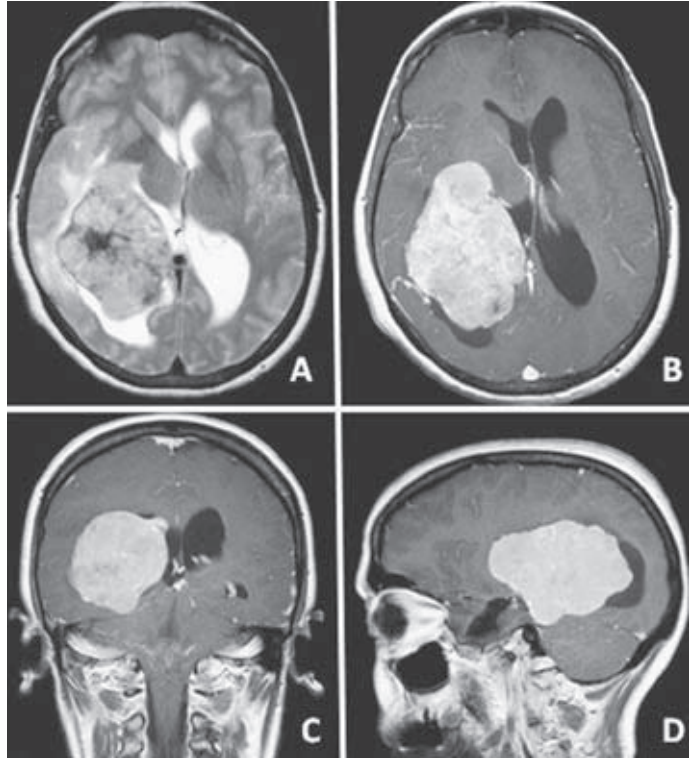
Imágenes de RM correspondientes al caso 2.
